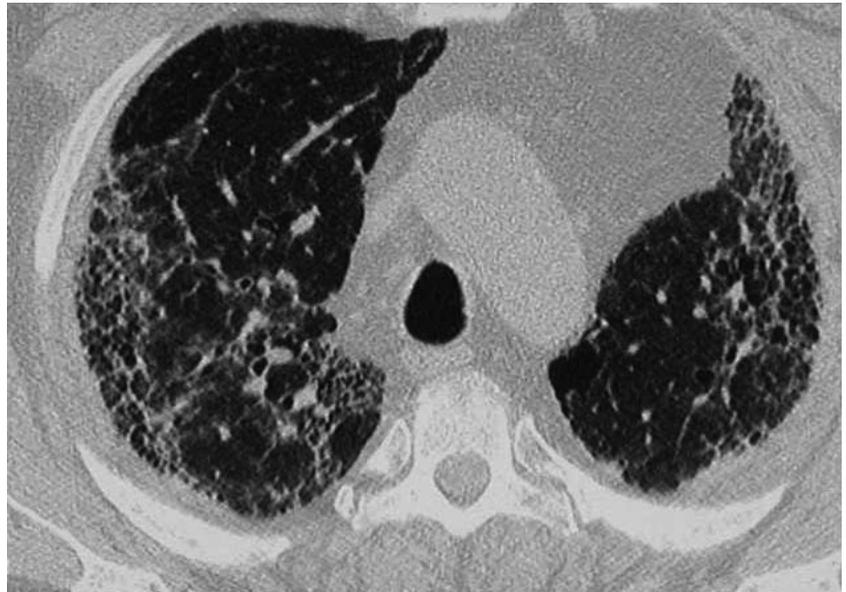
Computertomographie des Thorax bei interstitieller Lungenfibrose im Rahmen einer rheumatoiden Arthritis. Peripher-basale betonte feinetikuläre Fibrosierung und große Knoten (Bild freundlicherweise überlassen von Dr. med. W. Lotz).
